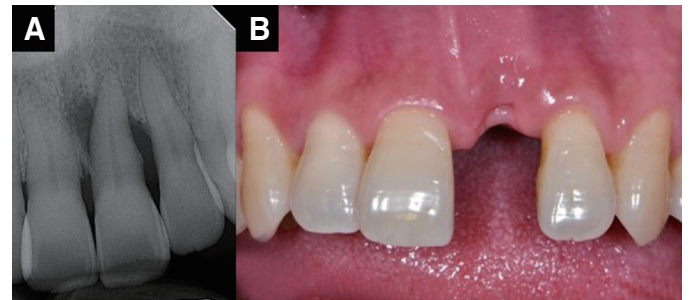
(A) Standard X-ray radiograph at first visit, (B) Intraoral photo at first visit.
